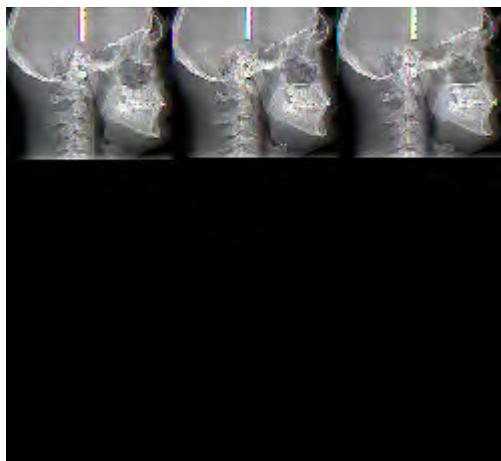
Профільна телерентгенограма особи контрольної групи.
